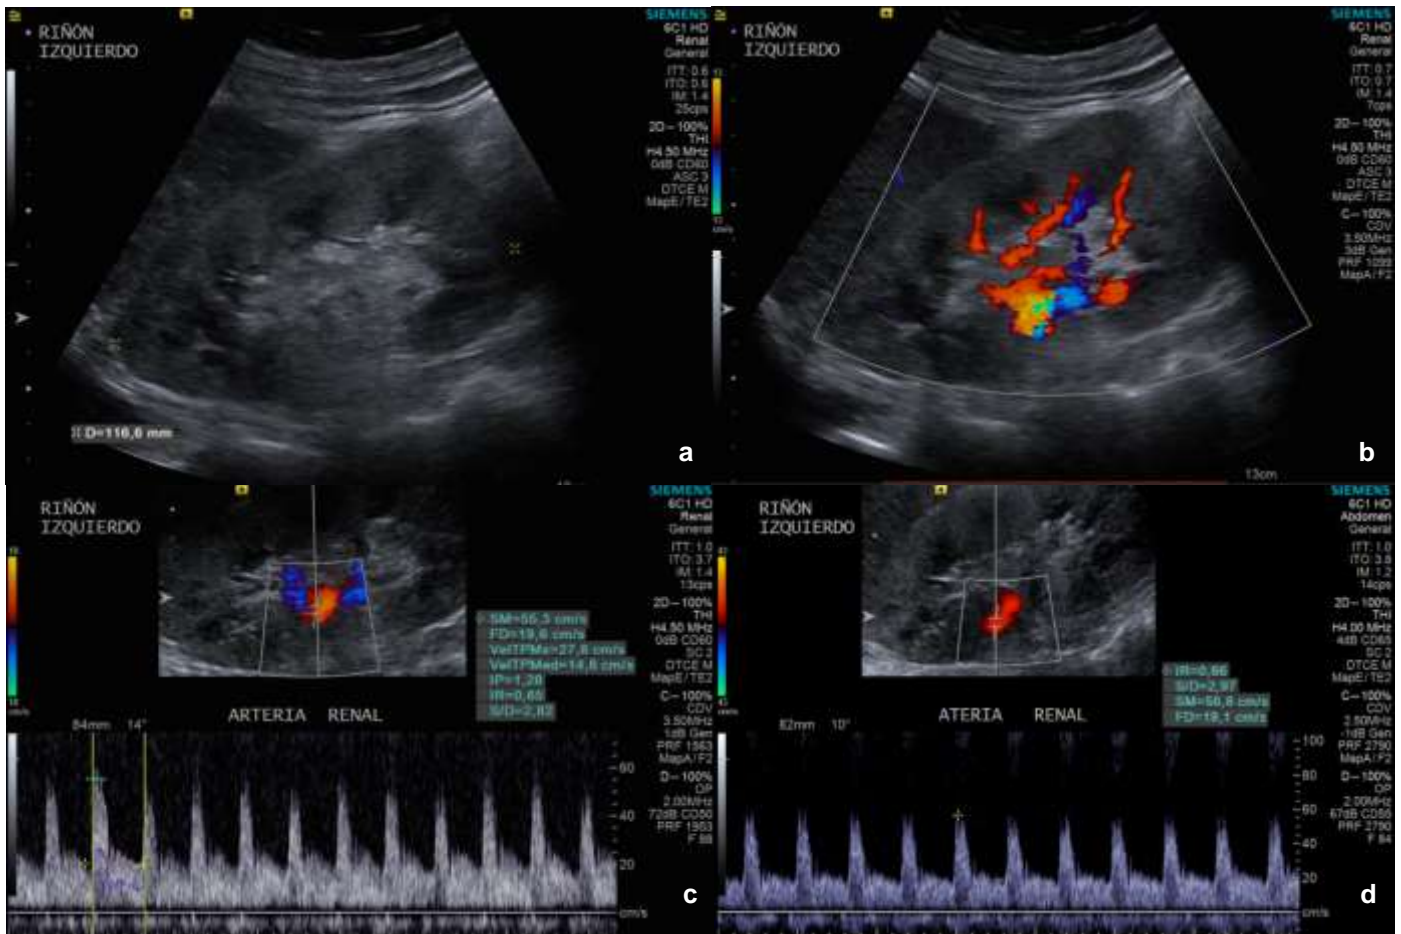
USG Doppler pulsado de riñones nativos en hombre de 34 años con urosepsis y desarrollo de LRA. Con CrS de 1.80 mg/dL al momento de diagnóstico. a: morfología con aumento difuso en el grosor del parénquima. b: VIR grado 2. c: modalidad pulsado con IRRc de 0.72 d: USG de control a los 5 días, posterior a reporte de CrS con 0.70 mg/dL, con IRRc de 0.68 (*correlación lineal*).
